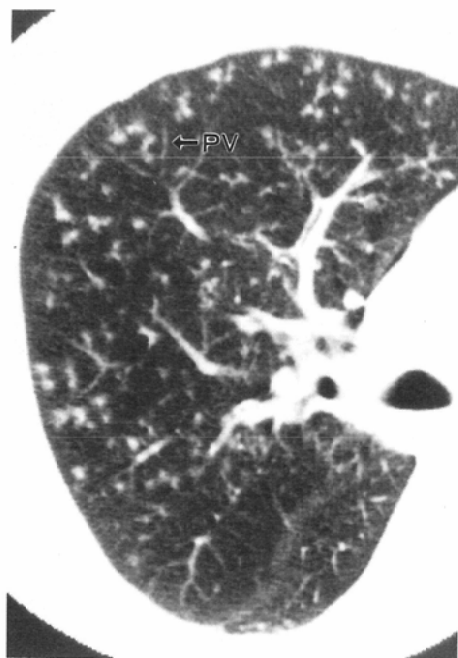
CT of DPB (Diffuse Panbronchiolitis). The nodular lesions are centrilobular in location. The lesions are separated from the pulmonary veins (PV) and pleura. Most of the vessels seen in the figure are veins, because the arteries are superimposed by the nodules.
